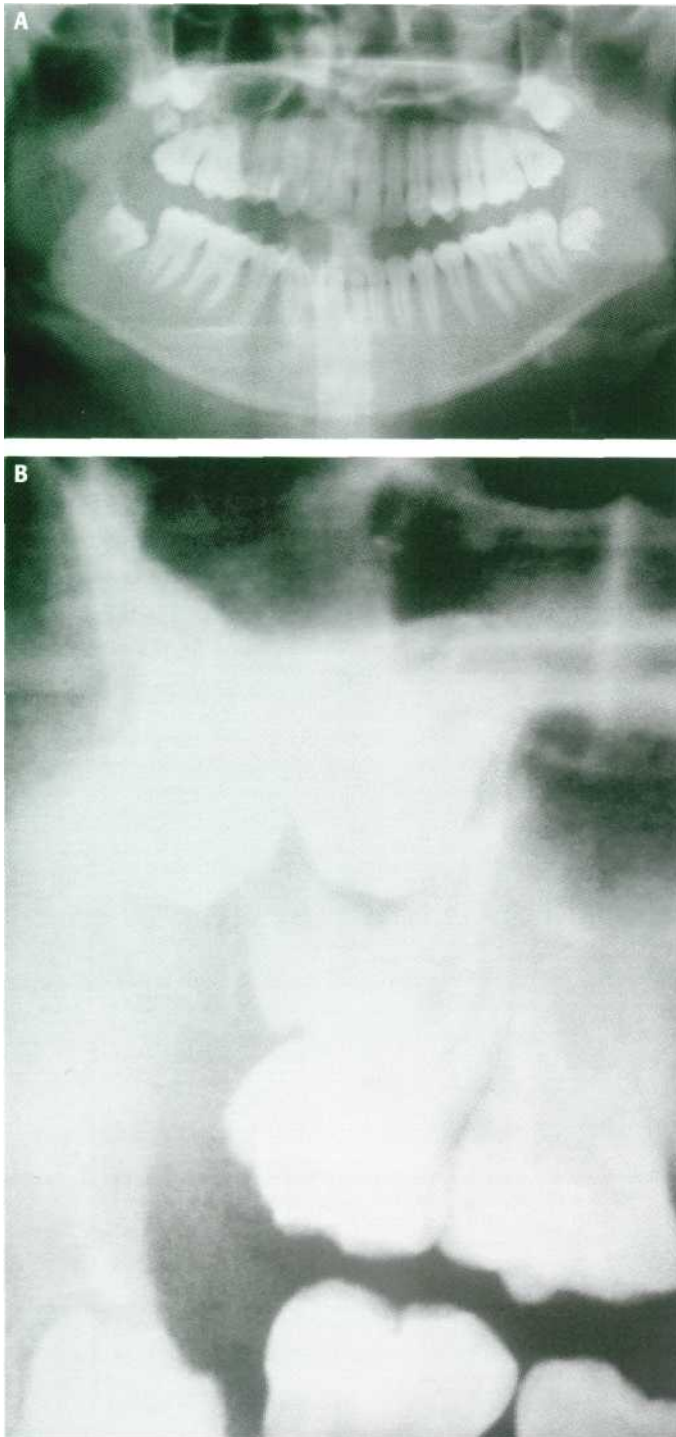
Presencia de dos cuartos molares en la zona del 1.8. (A) Ortopantomografía. (B) Detalle de la radiografía que nos muestra el 1.8 y dos distomolares incluidos.
